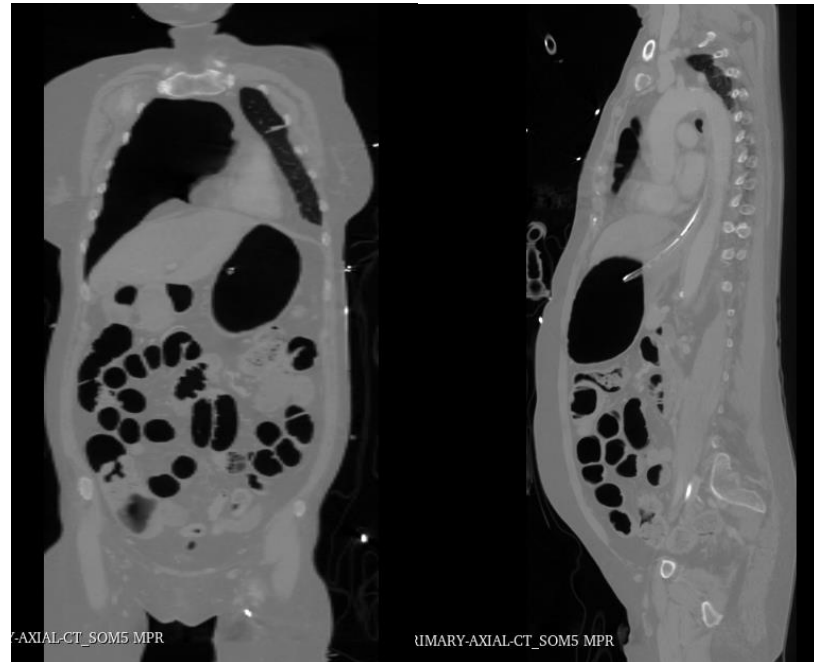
defekte Magensonde, CT koronar und sagittal
